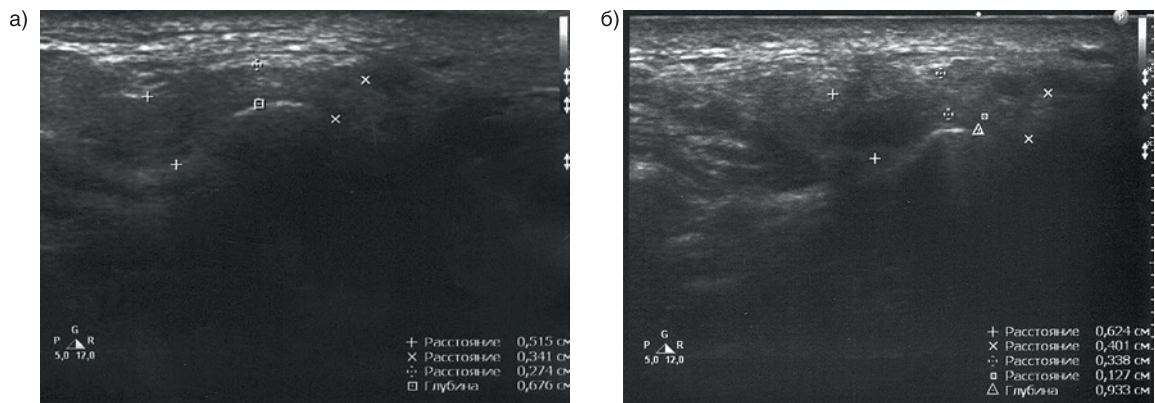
Изображение обоих ВНЧС при УЗИ пациентки С. до операции а) справа б) слева
